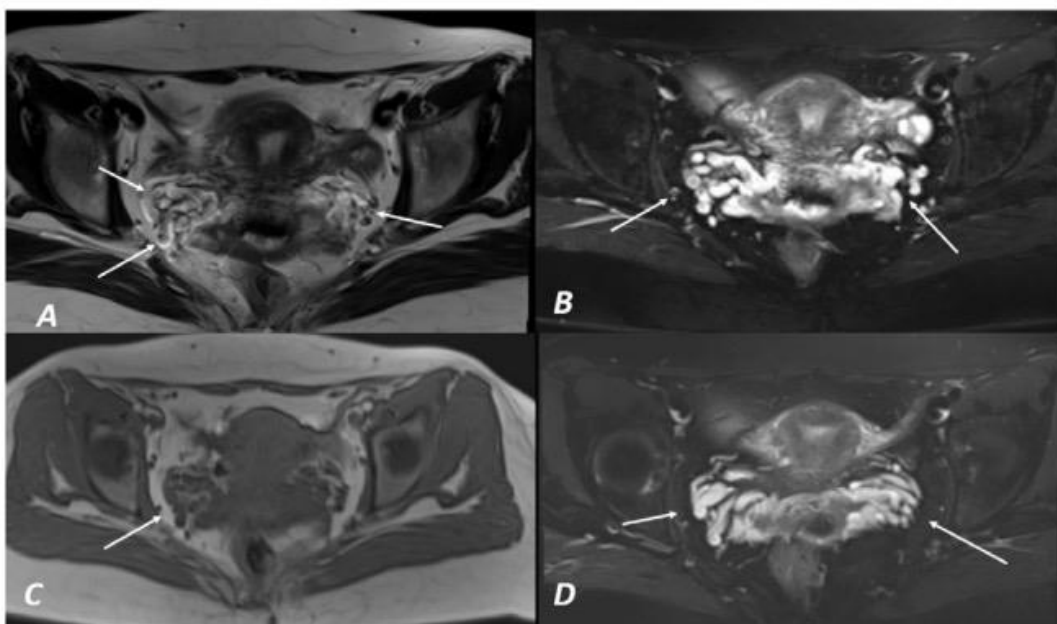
IRM montrant des varices pelviennes bilatérales (56)
